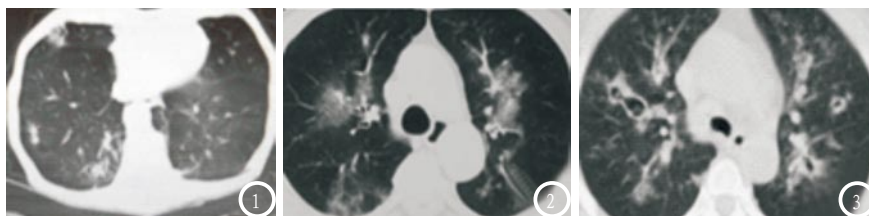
双源薄层CT双肺多发条索状影、结节影及肿块影,右肺为主。图2 双源薄层CT双肺内会出现多发斑片渗出影。图3 双源薄层CT双肺出现多发空洞。
